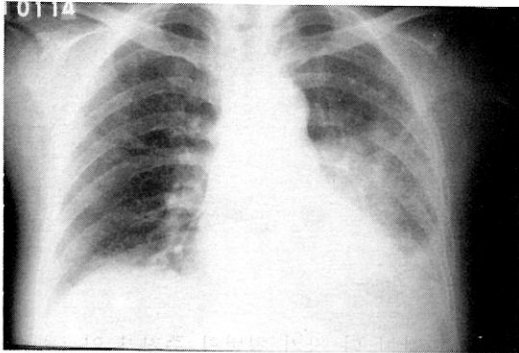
Chest radiograph of a patient with systemic lupus erythematosus shows unilateral alveolar infiltrates with some pleural effusion on the left lung.
